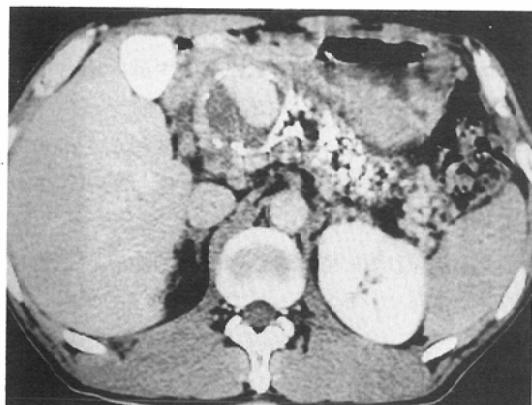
Post contrast CT scan at the level of pancreatic head demonstrates a pseudoaneurysm.
